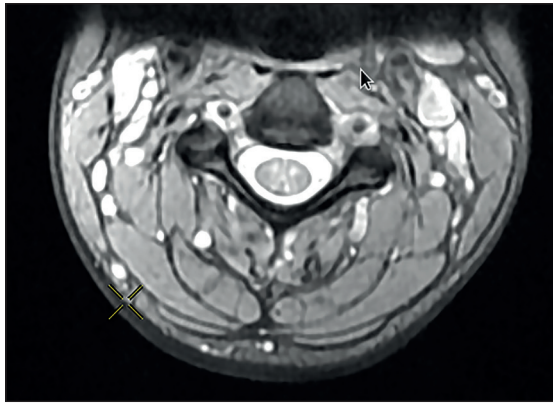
IRM médullaire cervicale de la patiente.
